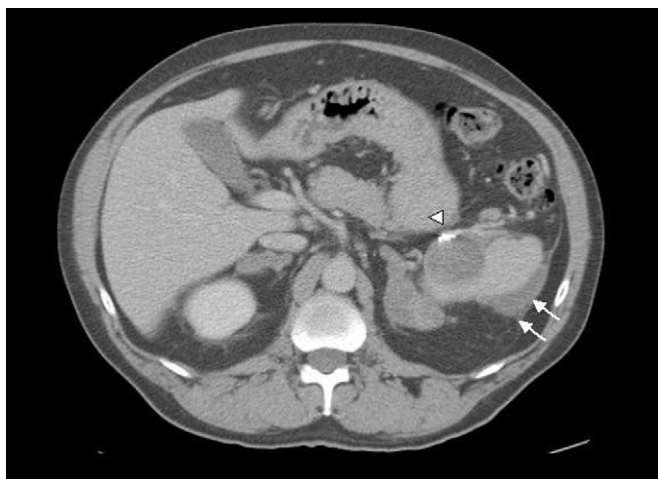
El control postembolización mediante TC con contraste muestra los coils dentro de un aneurisma completamente trombosado (cabeza de flecha). El bazo capta contraste, viéndose una colección subcapsular residual de baja atenuación (flechas) y resolución del hemoperitoneo.
